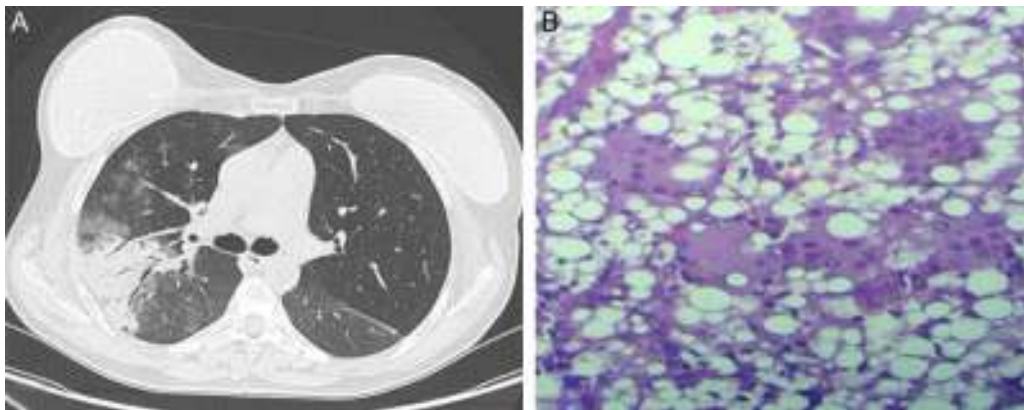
A) Corte axial de tomografía computarizada de tórax, que muestra áreas de consolidación parenquimatosa con broncograma aéreo, junto con opacidades en vidrio deslustrado, situadas en lóbulo superior derecho. B) Estudio histológico (×40) de la biopsia pulmonar en el que se aprecian macrófagos multinucleados con vacuolas de cuerpo extraño (silicona).
